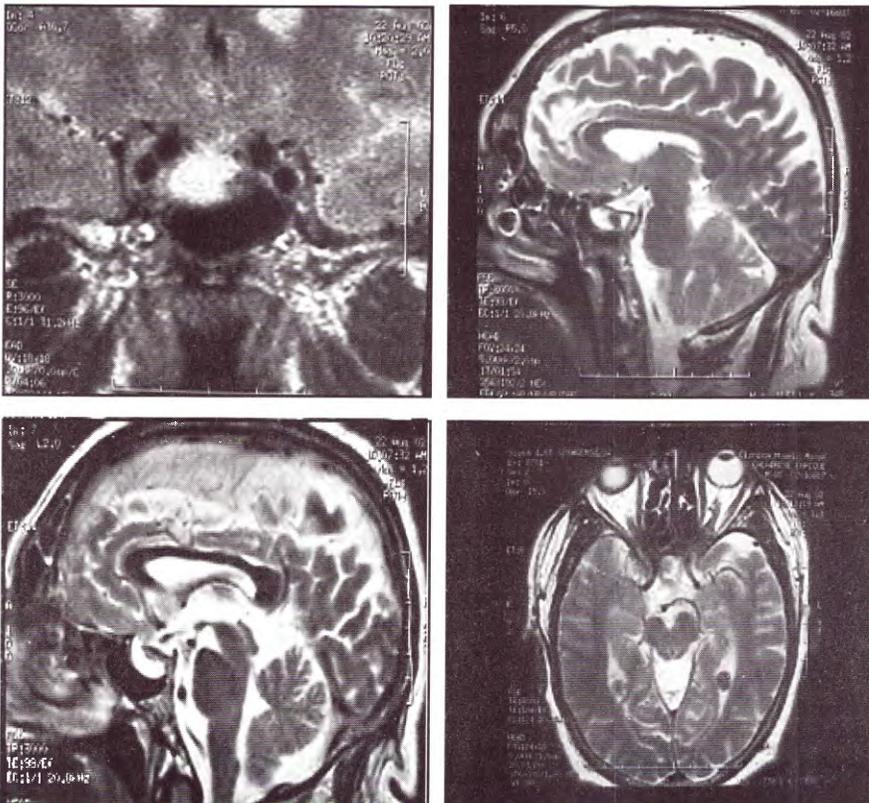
IRM de control realizada 3 meses después de la cirugía. Se observan mínimas huellas quirúrgicas a nivel sellar.
